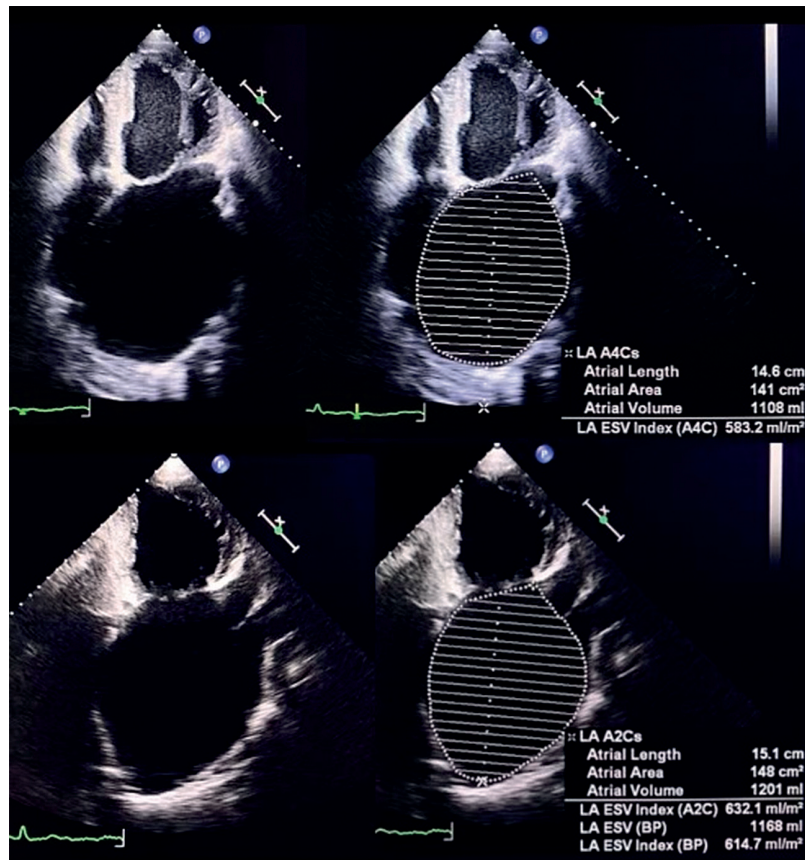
Ecocardiografia transtorácica bidimensional com medidas do volume atrial esquerdo em janelas apical 2 e 4 câmaras.
